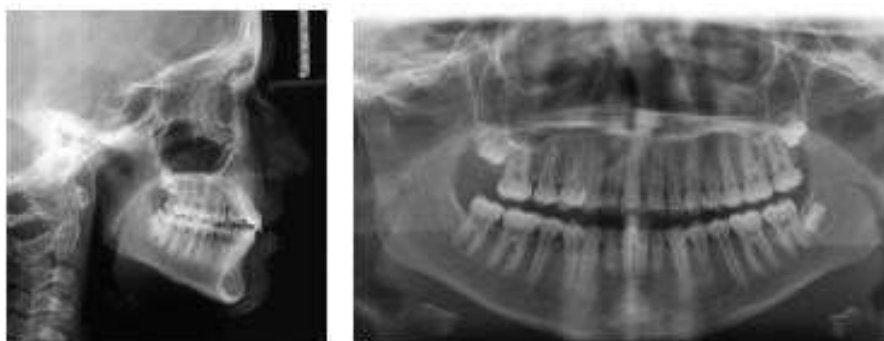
Radiografías post tratamiento
